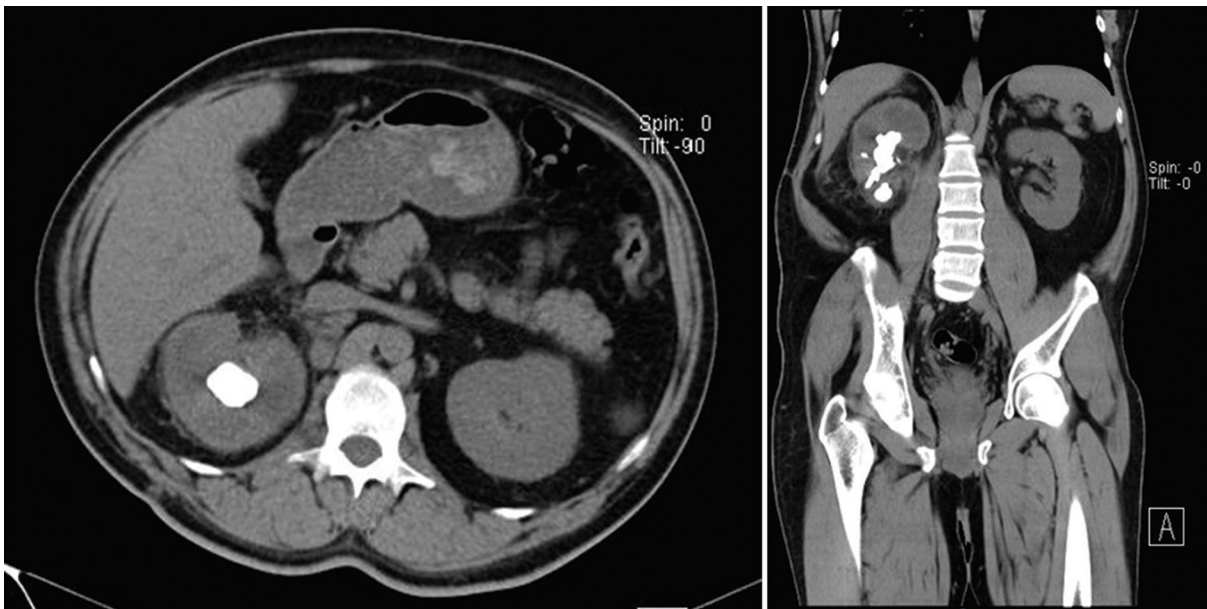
Caso del mismo paciente de la figura 2 posterior a tratamiento con carbapenémico más colocación percutánea de catéter de 10 Fr de nefrostomía derecha y pielografía percutánea. Tras 14 días de estancia fue egresado por mejoría. La tomografía computada abdominopélvica simple muestra una imagen hiperdensa de aproximadamente 30 x 20 mm y 1045 UH, con presencia de hidronefrosis homolateral leve y riñón contralateral sin alteraciones. Se observa disminución del gas en el parénquima y el sistema colector, con ausencia de niveles hidroaéreos respecto a la tomografía previa.
